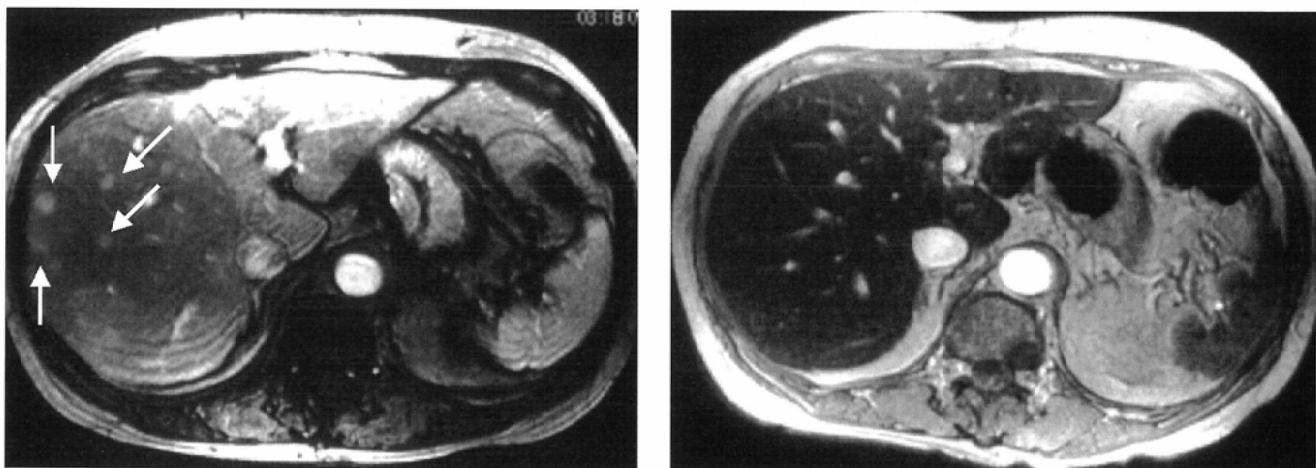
A 69-year-old woman with pseudolesions due to intrahepatic AP shunt. Left: On dynamic MRI(Fast SPGR 130/2/90°), multiple early contrast enhancements were noted (arrows). Right: after SPIO administration(Fast SPGR 130/8.7/60°), there was no lesion that showing decreased phagocytic activity.
